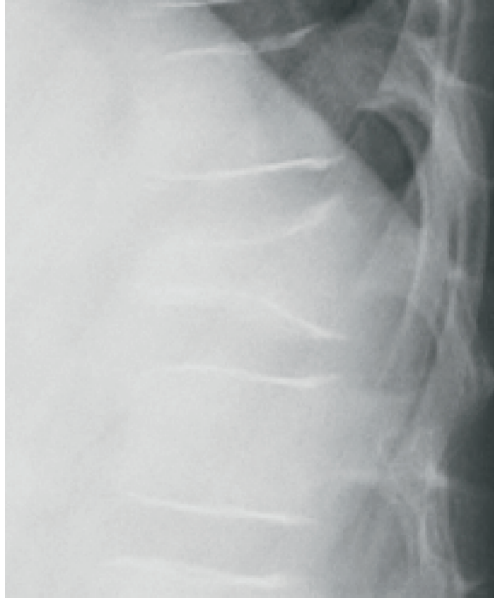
Foto x-ray thorakal AP dan lateral pasien dengan tumor payudara metastasis ke tulang belakang. Didapatkan gambaran vertebra plana pada vertebrathorakal 8 (Foto koleksi pribadi).
